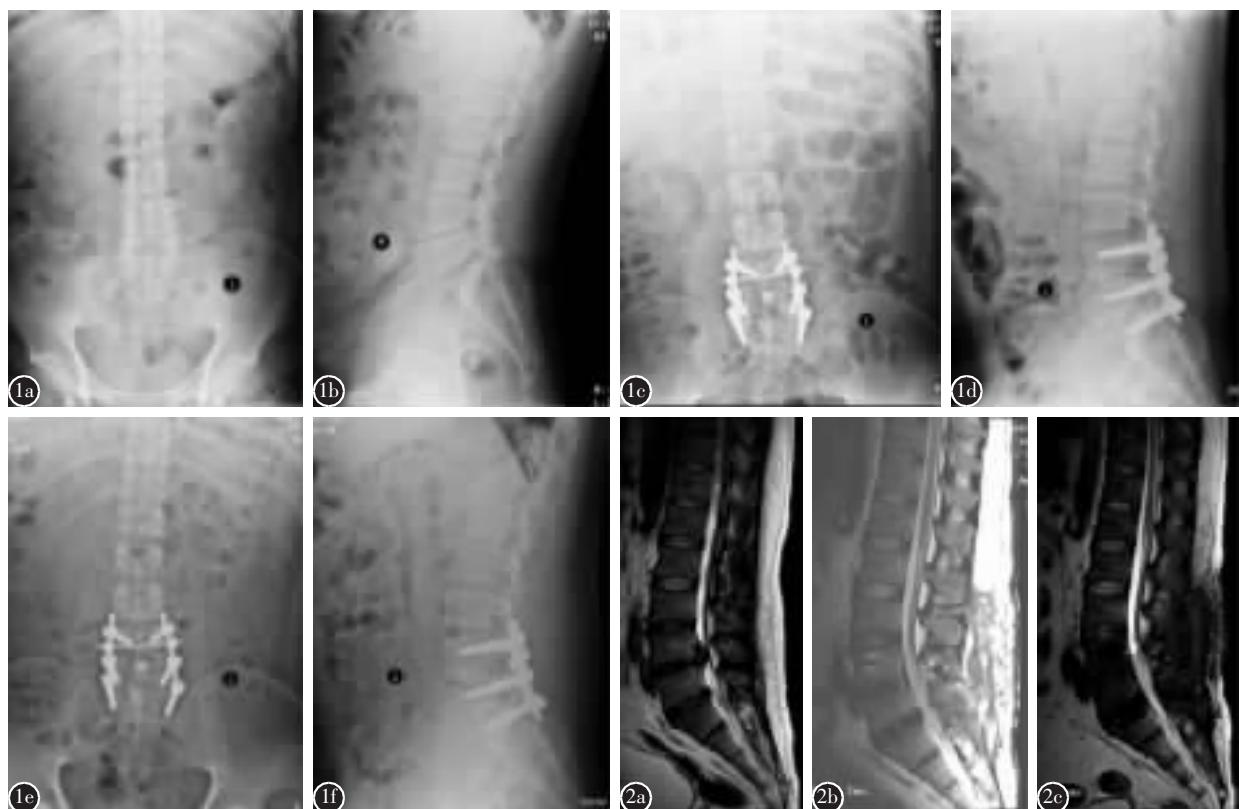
患者男,32岁 a、b 术前腰椎正侧位X线片未见明显异常 c、d 术后10d腰椎正侧位X线片示内固定位置良好,未见其他异常 e、f 术后40d腰椎正侧位X线片示内固定完好保留 图2 a 患者术前MRI显示L4/5、L5/S1椎间盘突出 b 术后10d复查MRI示L4~S1椎体后侧周围软组织结构紊乱,信号混杂 c 清创+真空负压封闭引流术后40d复查MRI示T2像上炎症、水肿信号消退
